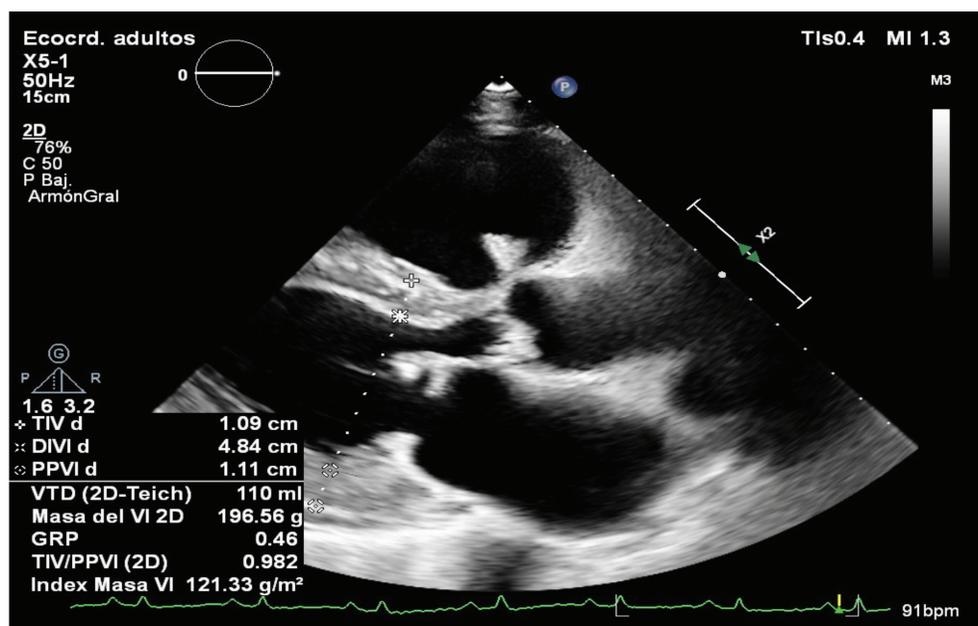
Eje largo para esternal. Se observan las lesiones dependientes de válvulas aórtica y mitral; así como lesión que prolapsa al tracto de salida proximal del ventrículo derecho proveniente de la válvula pulmonar. Fuente: Laboratorio de Ecocardiografía Hospital México.
